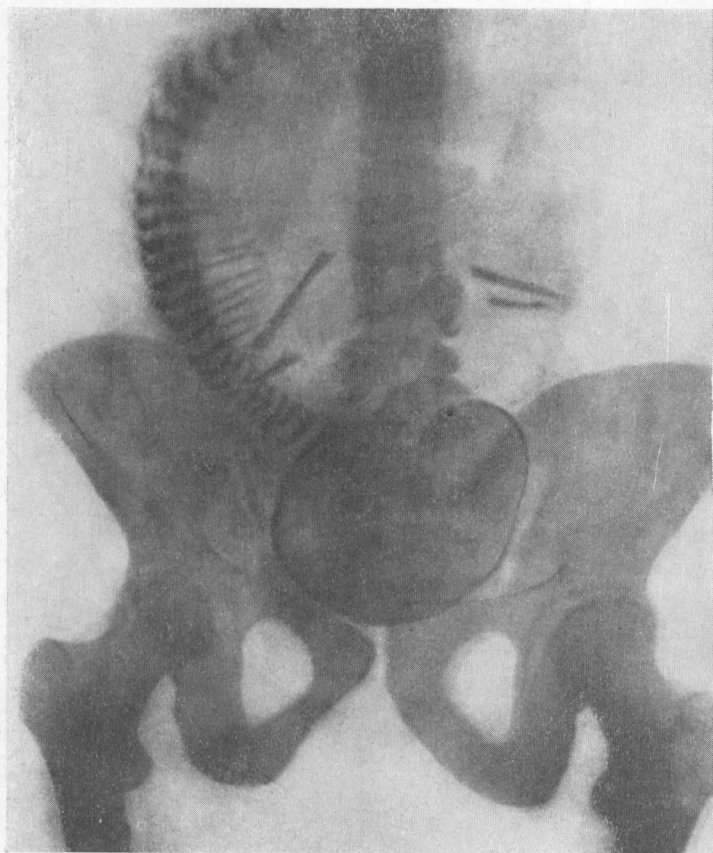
Рентгеновский снимок, произведенный в конце беременности. Предлежит головка.
